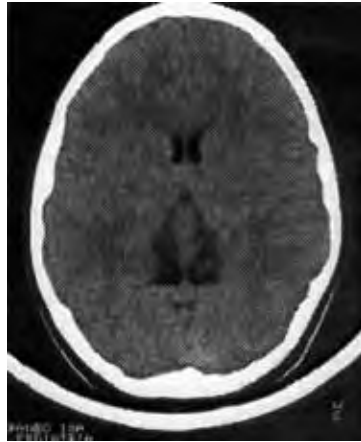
Imagen obtenida mediante TC en la que se representa el aspecto de la glándula pineal de un niño de 11 años
